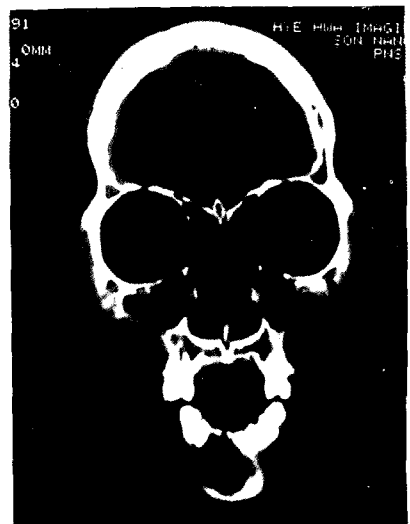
Coronal CT scan
